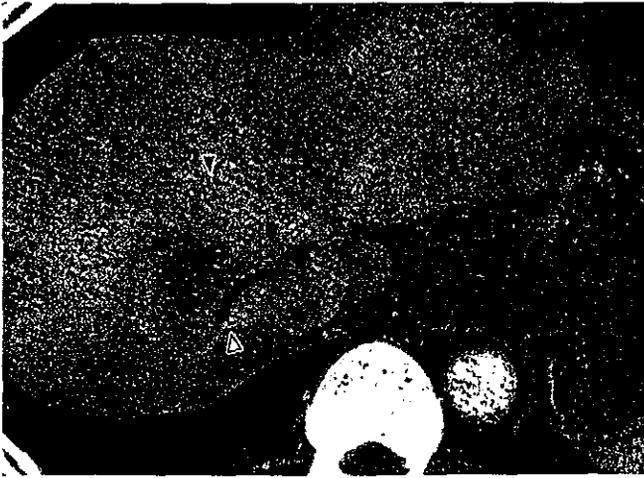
CTスキャンの晩期相で、肝7-8にわたる低濃度領域を認め(矢尻)、食道癌の肝転移と診断された。右肝静脈に浸潤している(白矢尻)。
